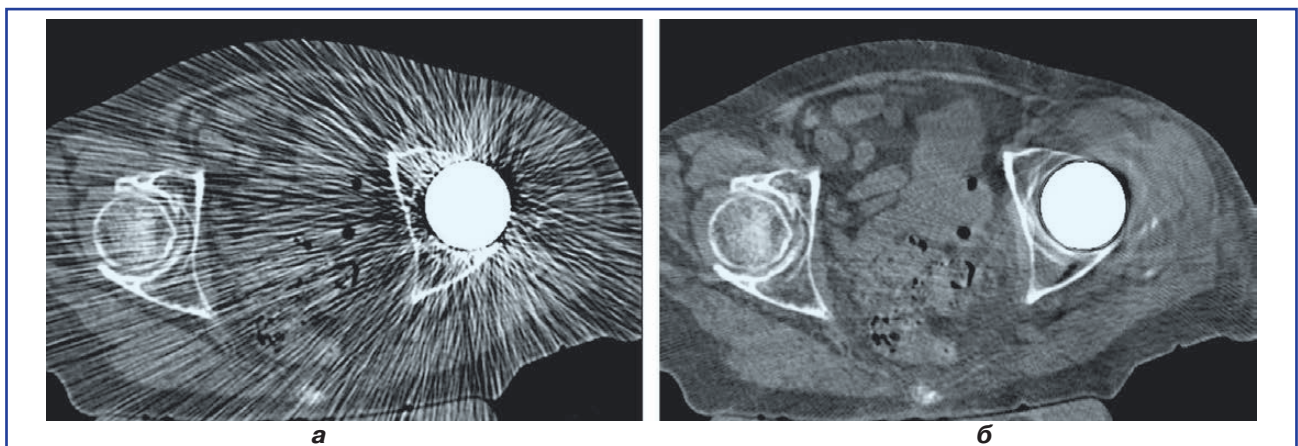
Изображение среза КТ-исследования: а — при стандартном протоколе сканирования; б — после применения режимов, подавляющих артефакты металла
